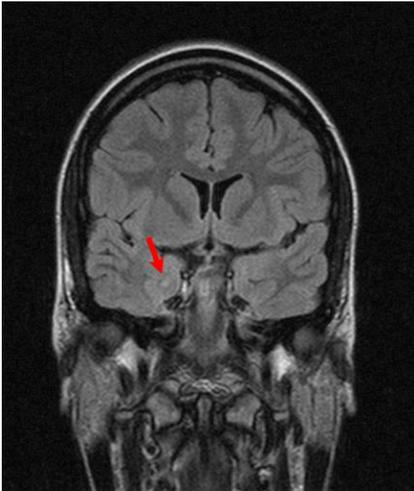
MRT-Aufnahme 06/07.
